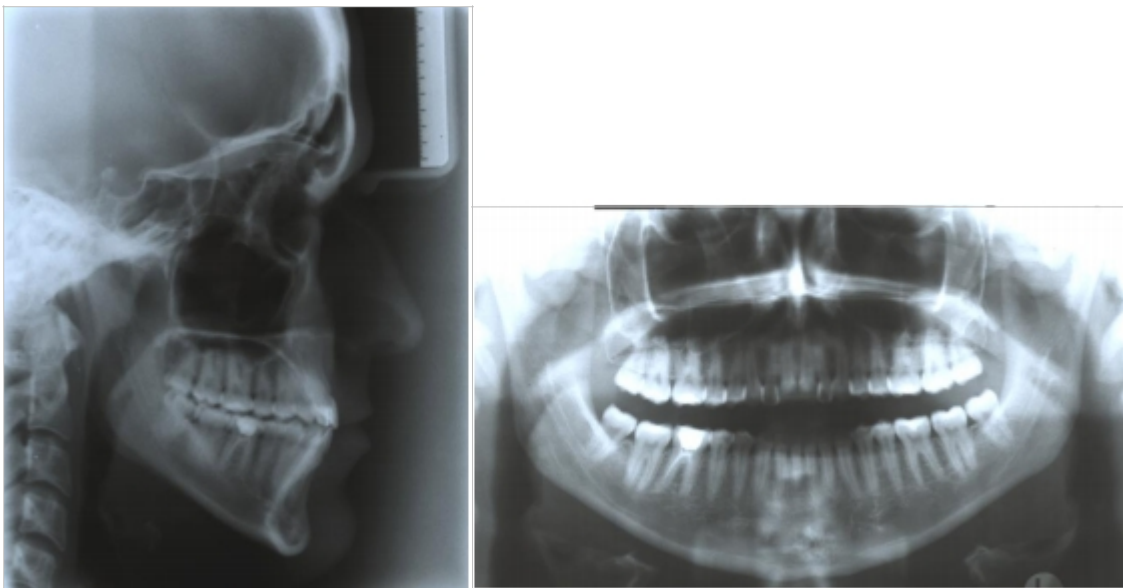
Endbefund: Fernröntgenseitenbild und Orthopantomogramm.
